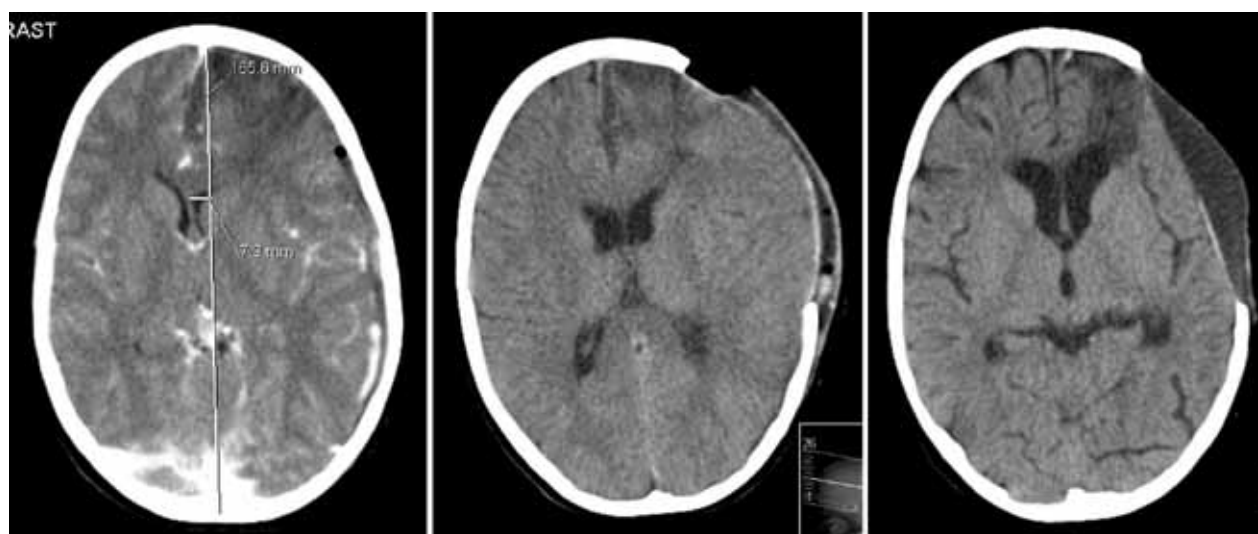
Evolução imagiológica pré e pós-craniectomia, em se visualiza: a) Empiema subdural esquerdo extenso e foco de cerebrite frontal esquerdo com edema que condiciona desvio da linha média para a direita (7,3 mm); b) herniação cerebral através do orifício de craniectomia, com coleção subgaleal que corresponde a provável higroma; é evidente a repermeabilização do sistema ventricular; ausência de desvio da linha média; c) imagem da TC-CE realizada em D41, já sem coleção subdural e com aspecto de resolução do foco de cerebrite, com ectasia discreta do corno frontal do ventrículo lateral homolateral.
